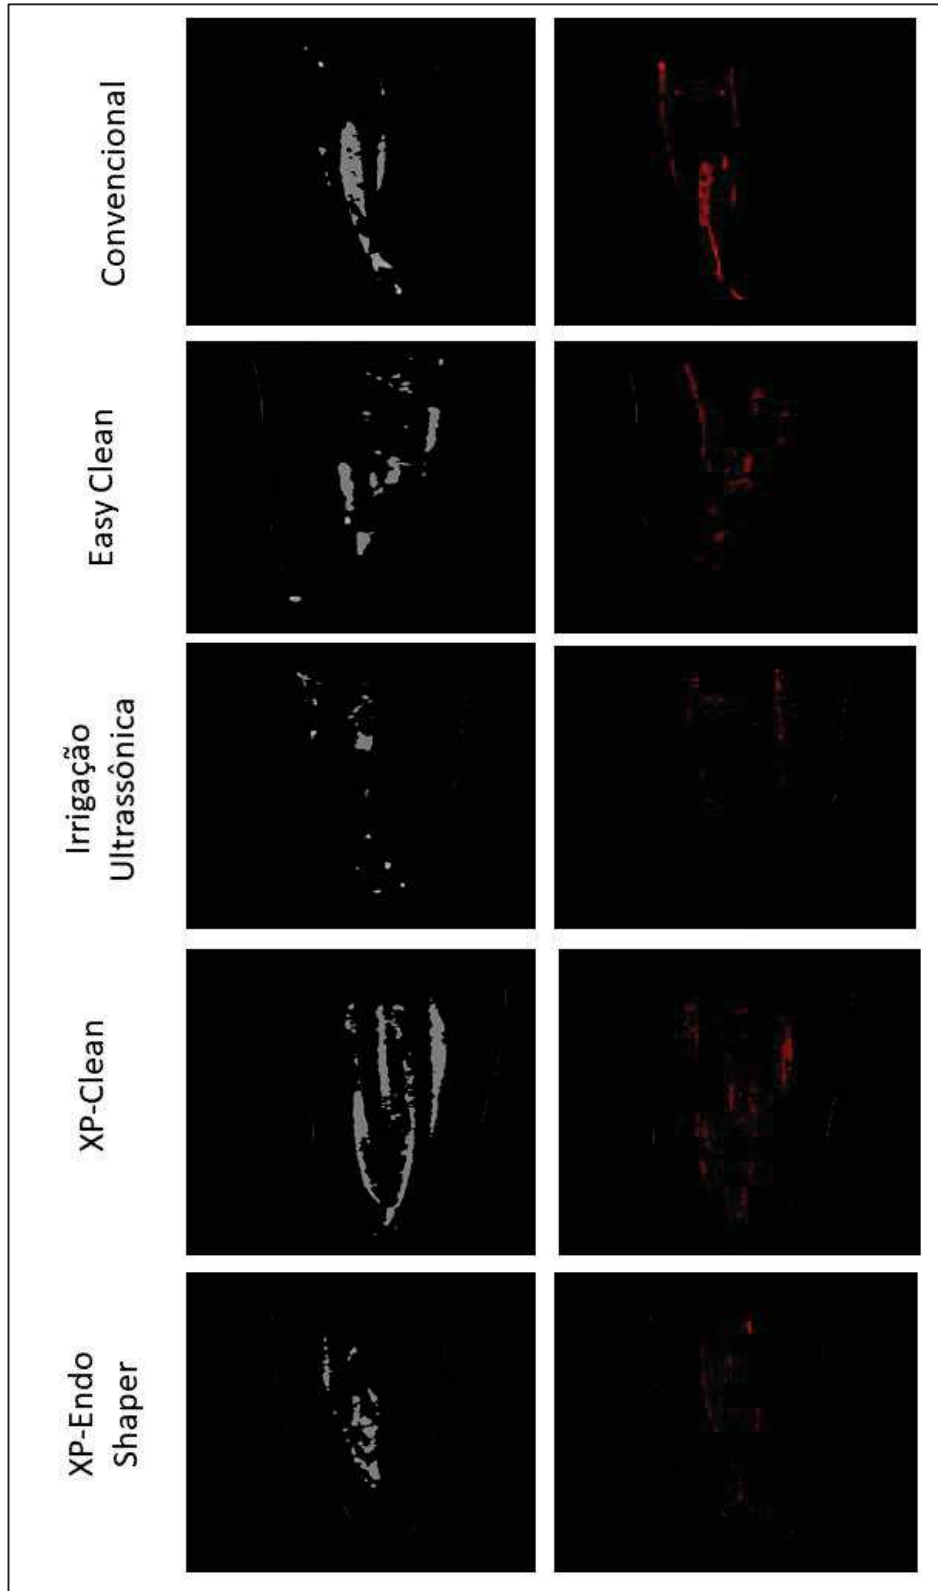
Imagens tridimensionais em micro-CT de cada grupo, que mostra a presença de debris (em cinza à esquerda) antes da irrigação final e após a irrigação final (em vermelho à direita).
